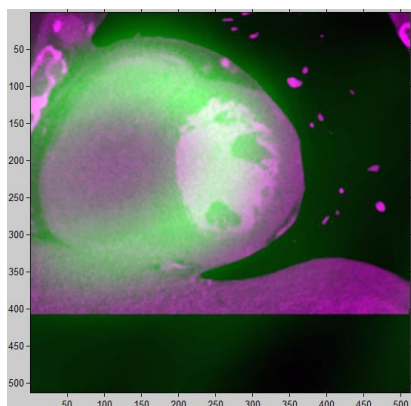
Programa “*Registro_1.m*” diseñado para el registro de imágenes SPECT y ATC.
